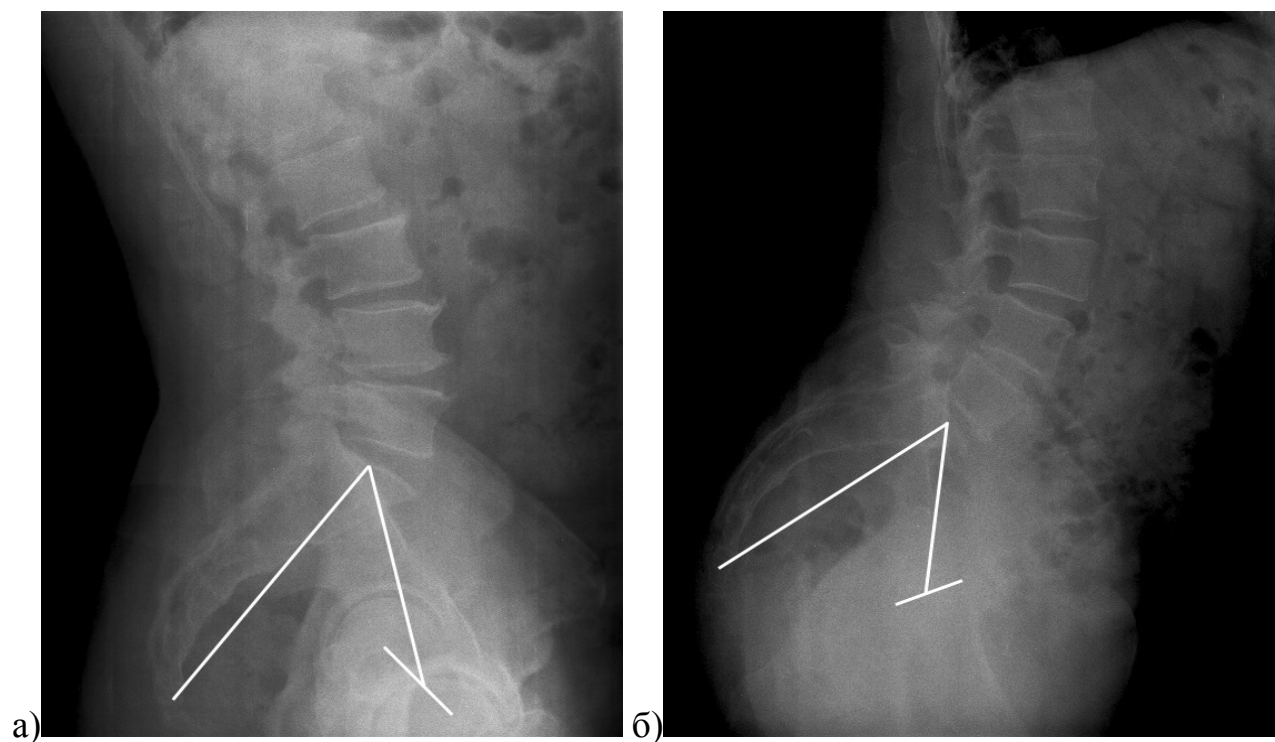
Расчет параметра PI: а – боковая рентгенограмма позвоночника и таза здорового человека, выполненная в положении стоя; б – боковая рентгенограмма позвоночника и таза больного с коксо-verteбральным синдромом
